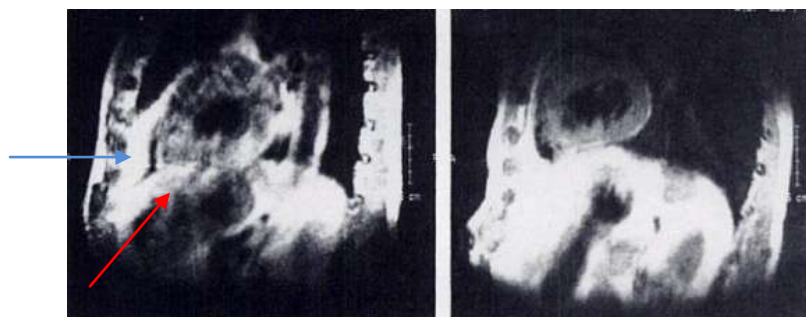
Ressonância Magnética Cardíaca e diferentes posições assumidas pelo coração em posição supina (esquerda) e PRONA (direita). Adaptado de ⁴³. Quantitative stress-redistribution thallium-201 SPECT using prone imaging: methodologic development and validation. *J Nucl Med.* 1992; 33:1509-1515.
